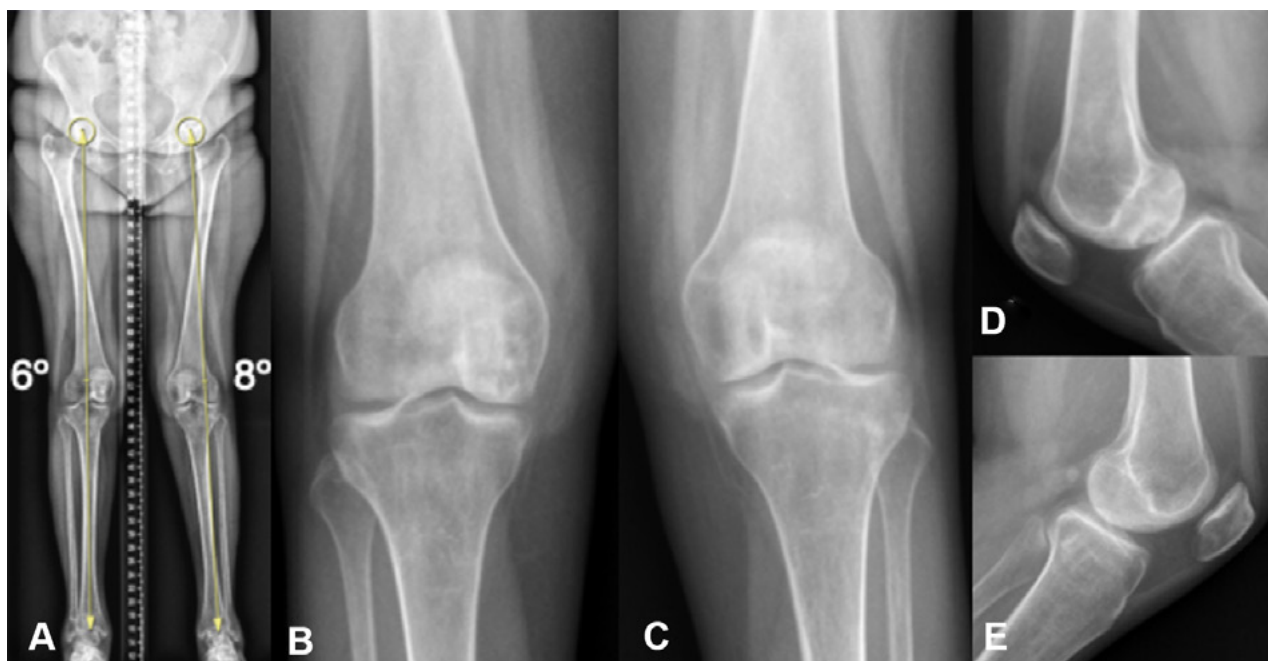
Radiografía de ambas rodillas. A) Escanograma frente, eje mecánico neutro. B) Rodilla derecha frente. C) Rodilla izquierda frente. D) Rodilla derecha perfil con imagen radiolúcida en la superficie del cóndilo interno, junto a rarefacción ósea difusa. E) Rodilla izquierda perfil con rarefacción ósea difusa.
